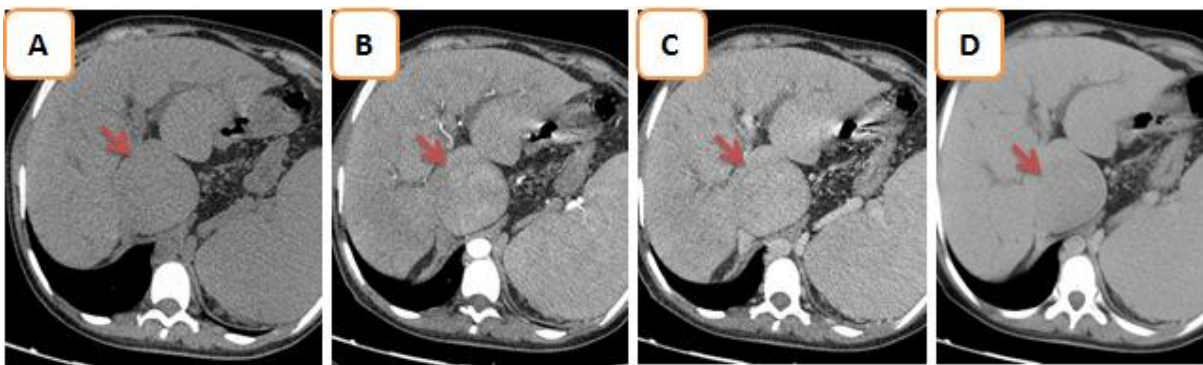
A la TDM, aspect en faveur d'un CHC du segment I.
